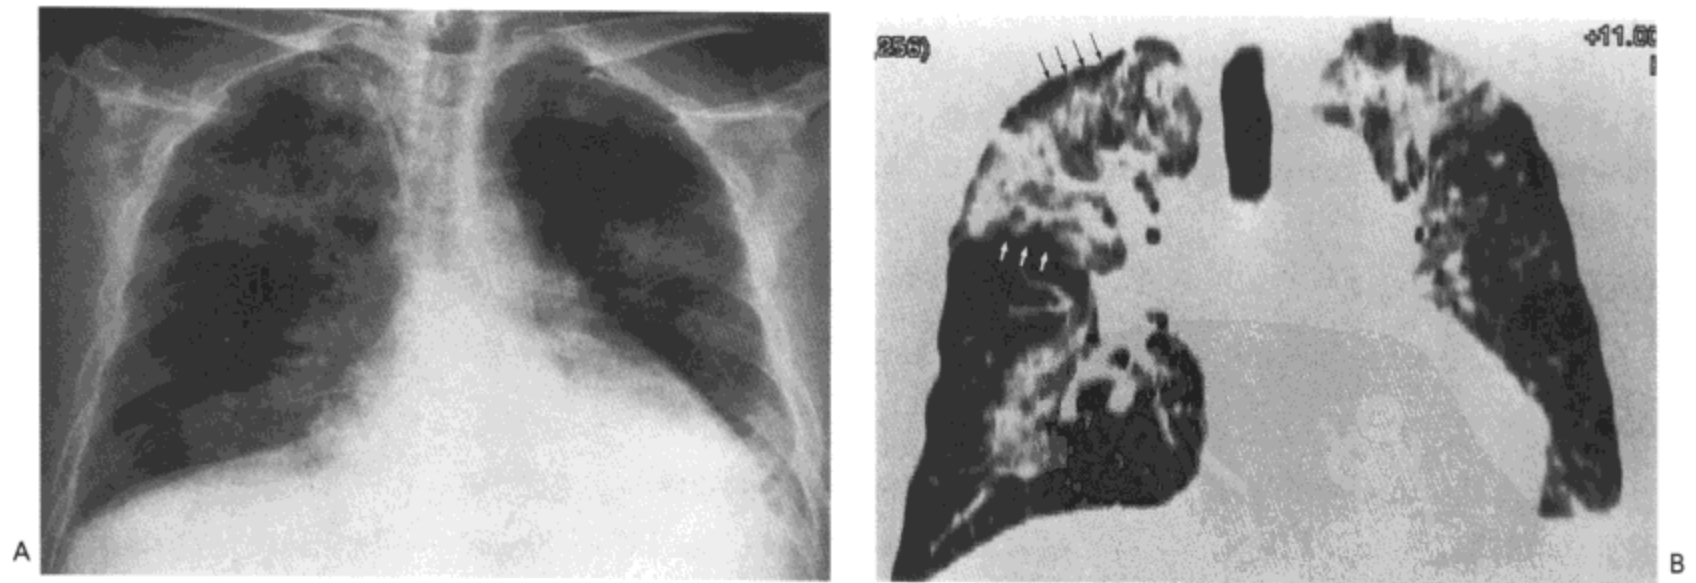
肺泡性肺水肿。A: X 线胸片示双侧肺实变，主要累及肺门周围（蝶形阴影）。B: 高分辨率 CT 影像冠状多层面重组像示广泛肺实变伴胸膜下区，包括叶间裂旁（白箭号）无受累（黑箭号）。病人为一 53 岁男性。
